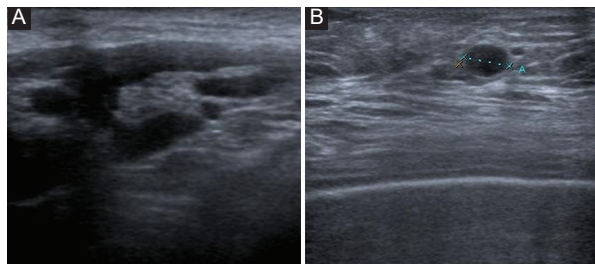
A: ecografía axilar tras recibir la vacuna de Pfizer-BioNTech en la que se evidencia un ganglio linfático reactivo de 2.9 cm con hilio graso. B: ecografía axilar en la que se identifica un ganglio de 9 mm sin hilio graso, sugestivo de malignidad.
